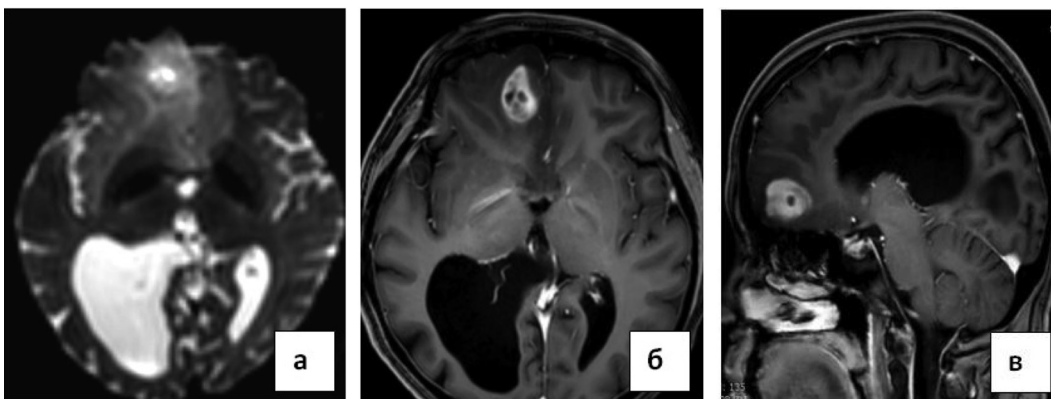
МРТ головного мозга, объемное образование правой лобной доли: а – T2 WI; б – T1 WI с контрастным усилением в аксиальной проекции; в – T1 WI с контрастным усилением в сагиттальной проекции.
